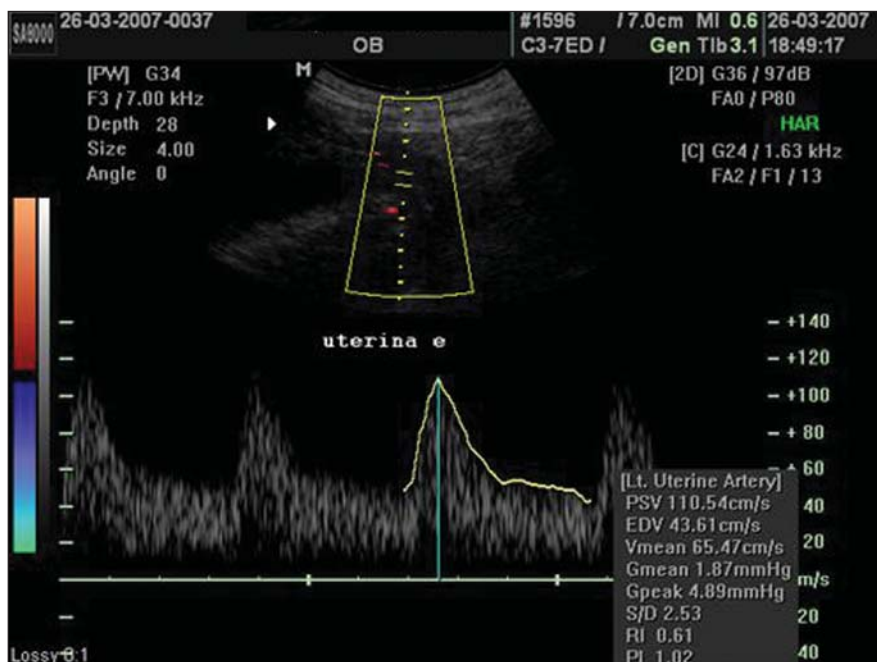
Sonograma da artéria uterina com ondas uniformes.
